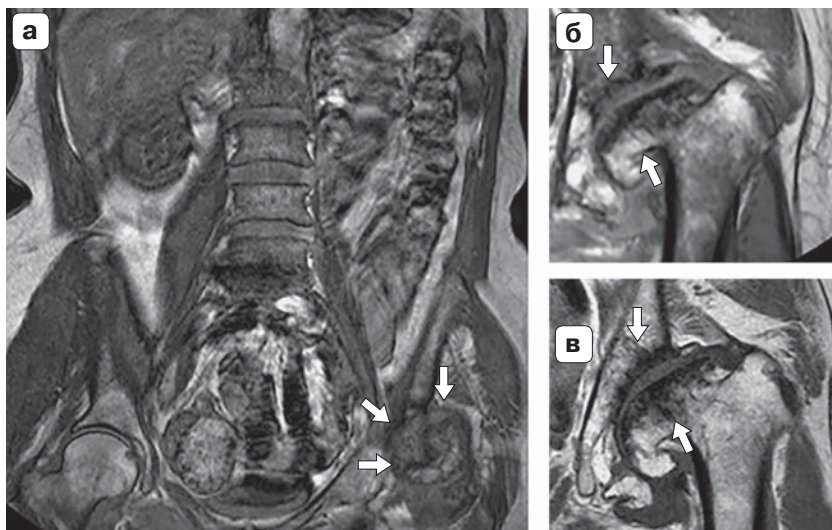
а – фрагмент магнитно-резонансной томограммы пояснично-крестцового отдела позвоночника в корональной плоскости (локалайзер), тот же пациент; б, в – фрагменты магнитно-резонансной томограммы левого тазобедренного сустава (T1-взвешенные изображения в корональной плоскости), выполненной через 1 год, тот же пациент.
